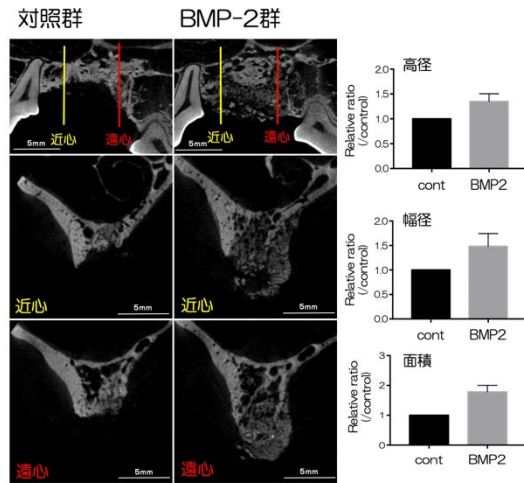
ソケットプリザベーション mild modelにおける移植4週後のmicro-CT解析および定量解析の結果を示す。
